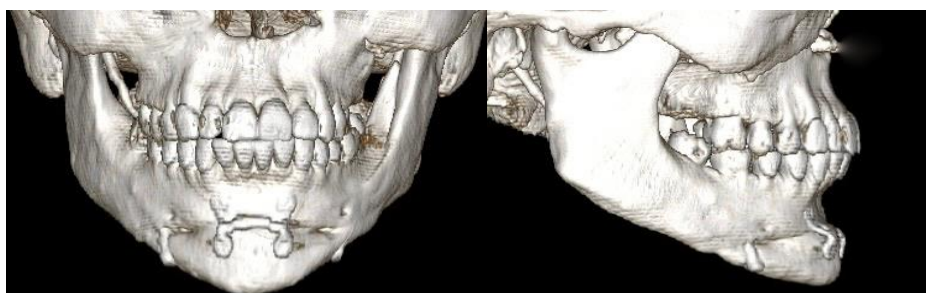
Компьютерная томография после хирургического лечения пациента II группы.
